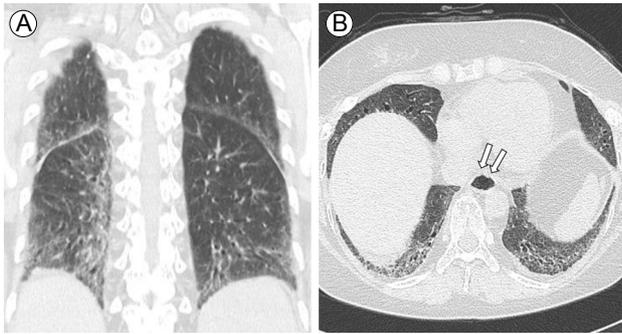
(A) High-resolution computed tomography shows diffuse subpleural ground glass attenuation with reticulation and traction bronchiolectasis predominating in the peripheral and lower lungs. (B) Luminal dilatation of the distal esophagus (arrows).
